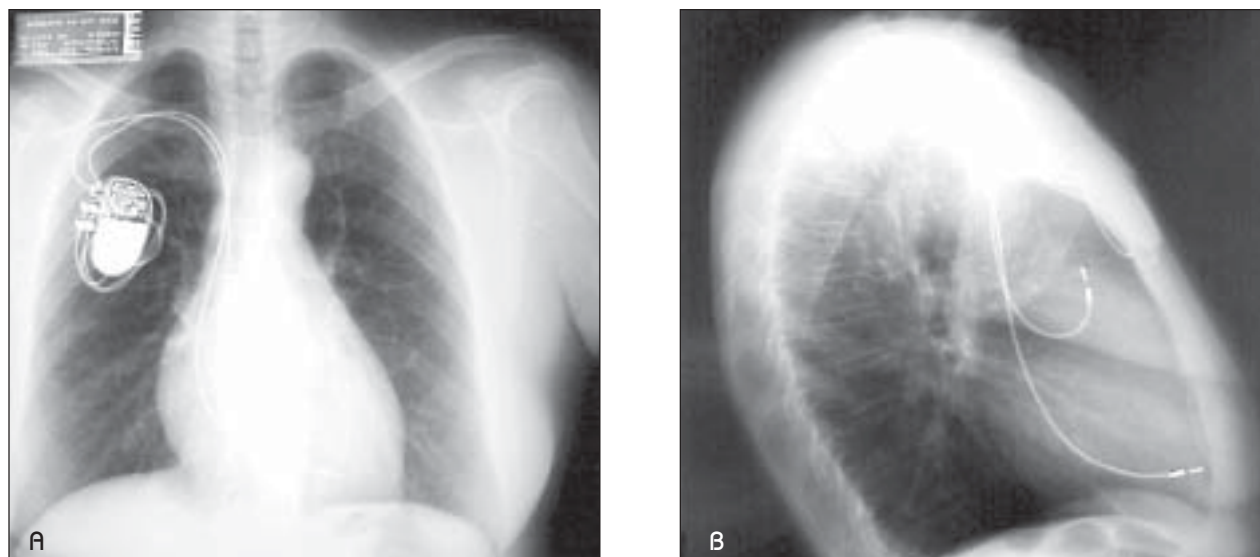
Radiografias pós-operatórias PA (A) e perfil (B) de paciente após remoção de eletrodos e com novo sistema de marcapasso implantado à direita.
